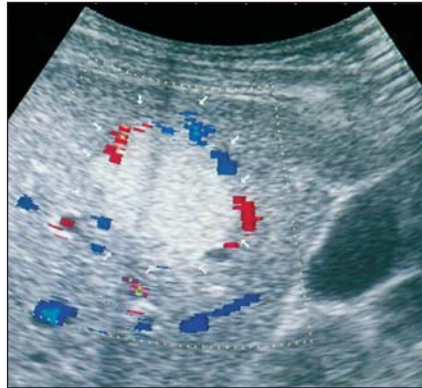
Hemangioma hepático hiperecogênico. O Doppler colorido demonstra a presença de vasos na periferia, não se evidenciando fluxo no interior da lesão.
